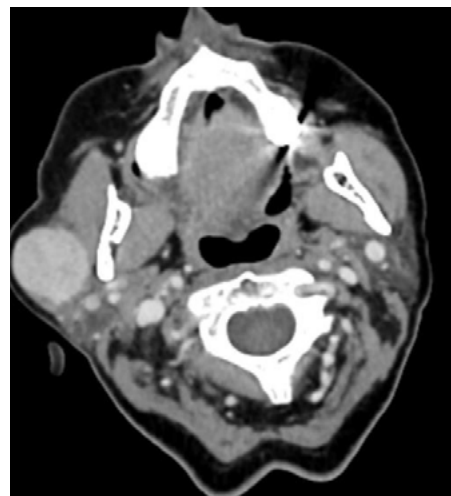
Tomografía computarizada de cuello (corte axial).
